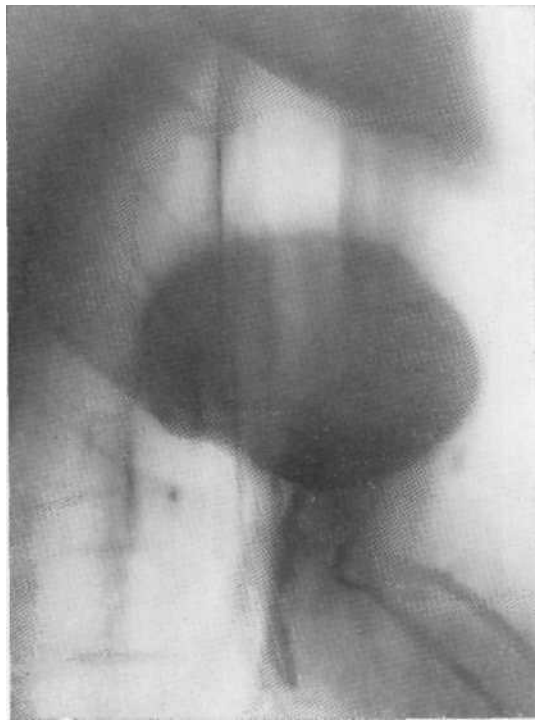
Томограмма в боковой проекции. Гигантский периферический рак. Контуры лучистые в верхнезадней части. Операция.
